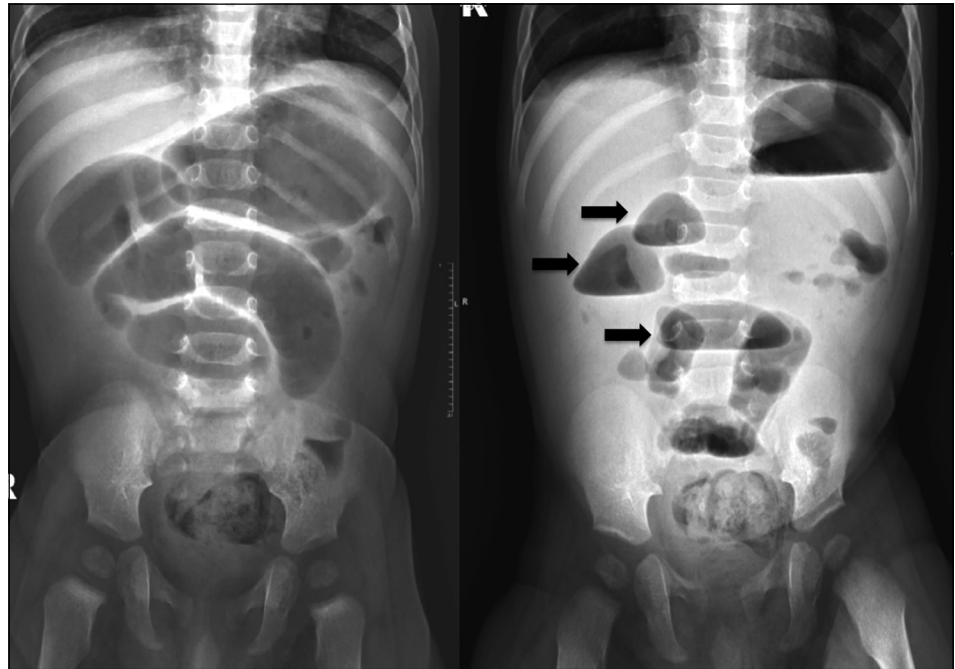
Caso 1. Radiografía abdomen proyección anteroposterior endecúbito (izquierda) y en bipedestación (derecha). Dilatación de asas intestinales y niveles hidroaéreos (flechas).
